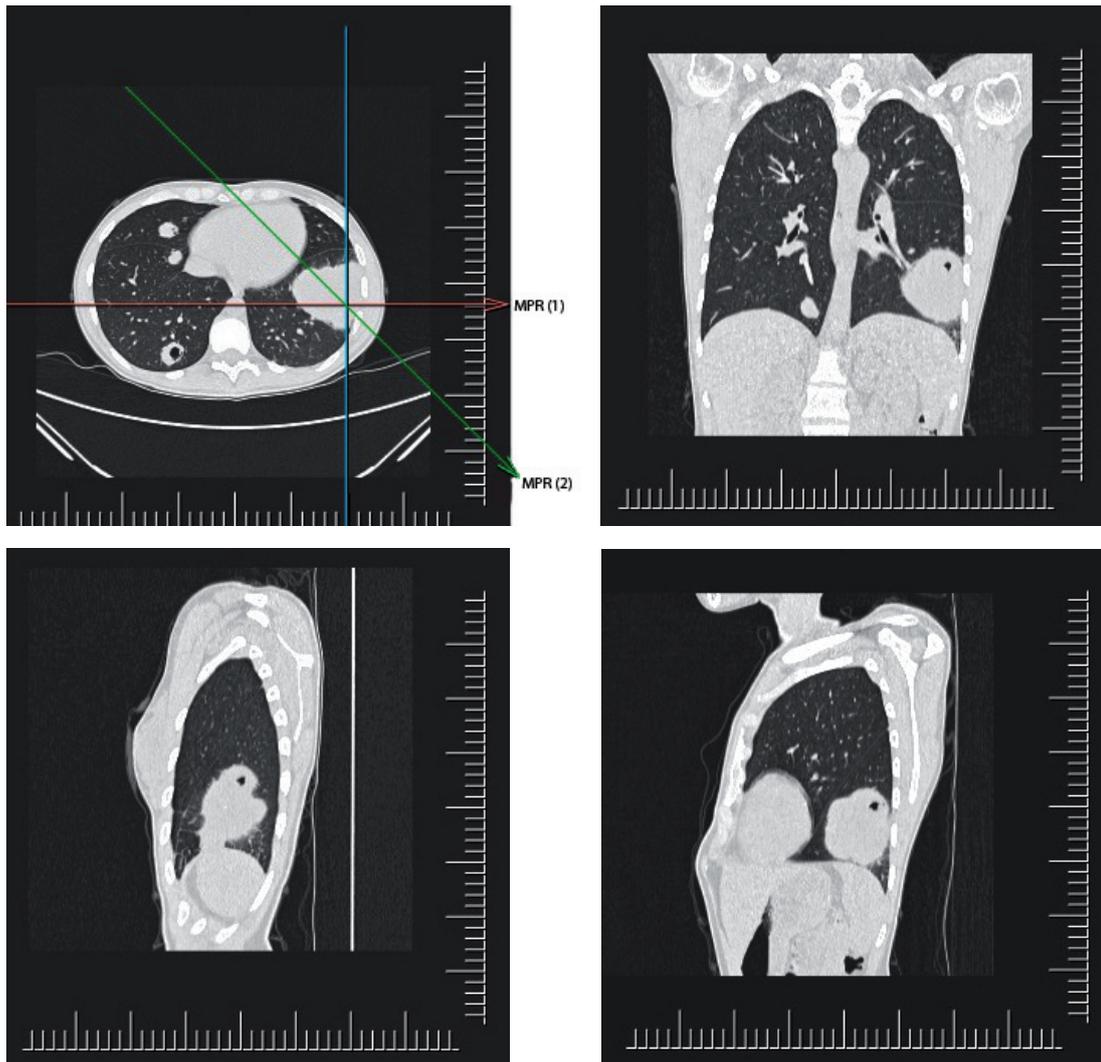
Рентгеновская компьютерная томография органов грудной клетки пациентки Ш.
